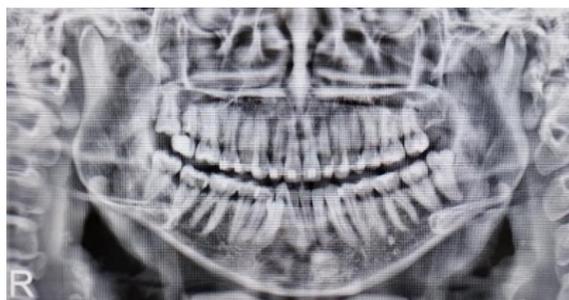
Radiografia panorâmica da paciente revelando a presença do elemento 48 distoangulado sob capuz gengival.
